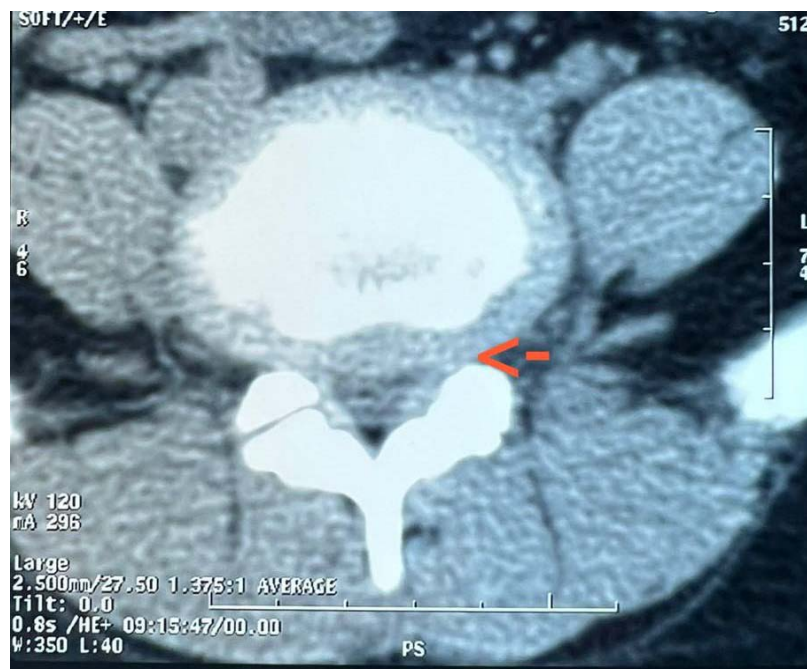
TDM lombaire fenêtre tissus mou en construction axiale montrant une protrusion globale en L4-L5 d'allure conflictuelle avec les racines émergentes
